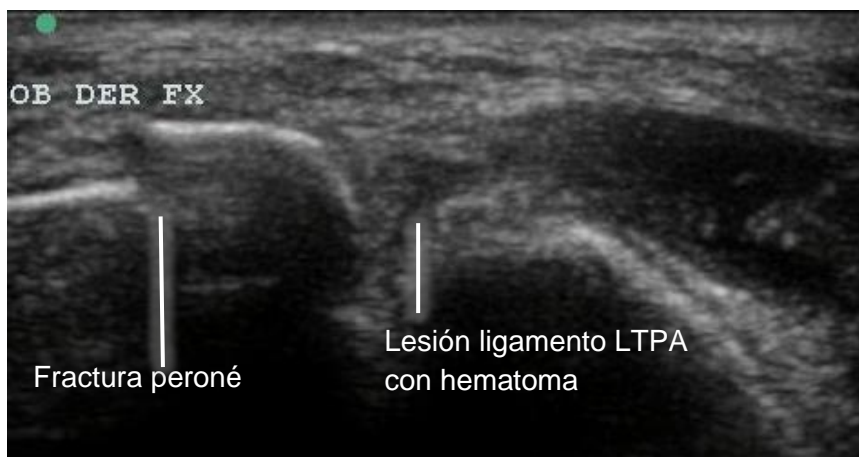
Vista ultrasonográfica de la sindesmosis anterior en fractura Weber B de tobillo (LTPA: ligamento tibioperoneo anterior)
